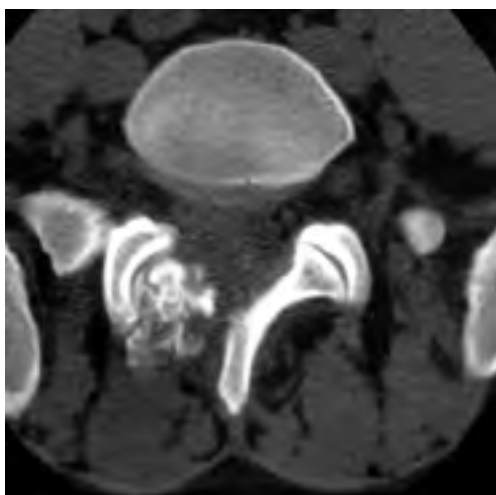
TAC pre-operatoria.
